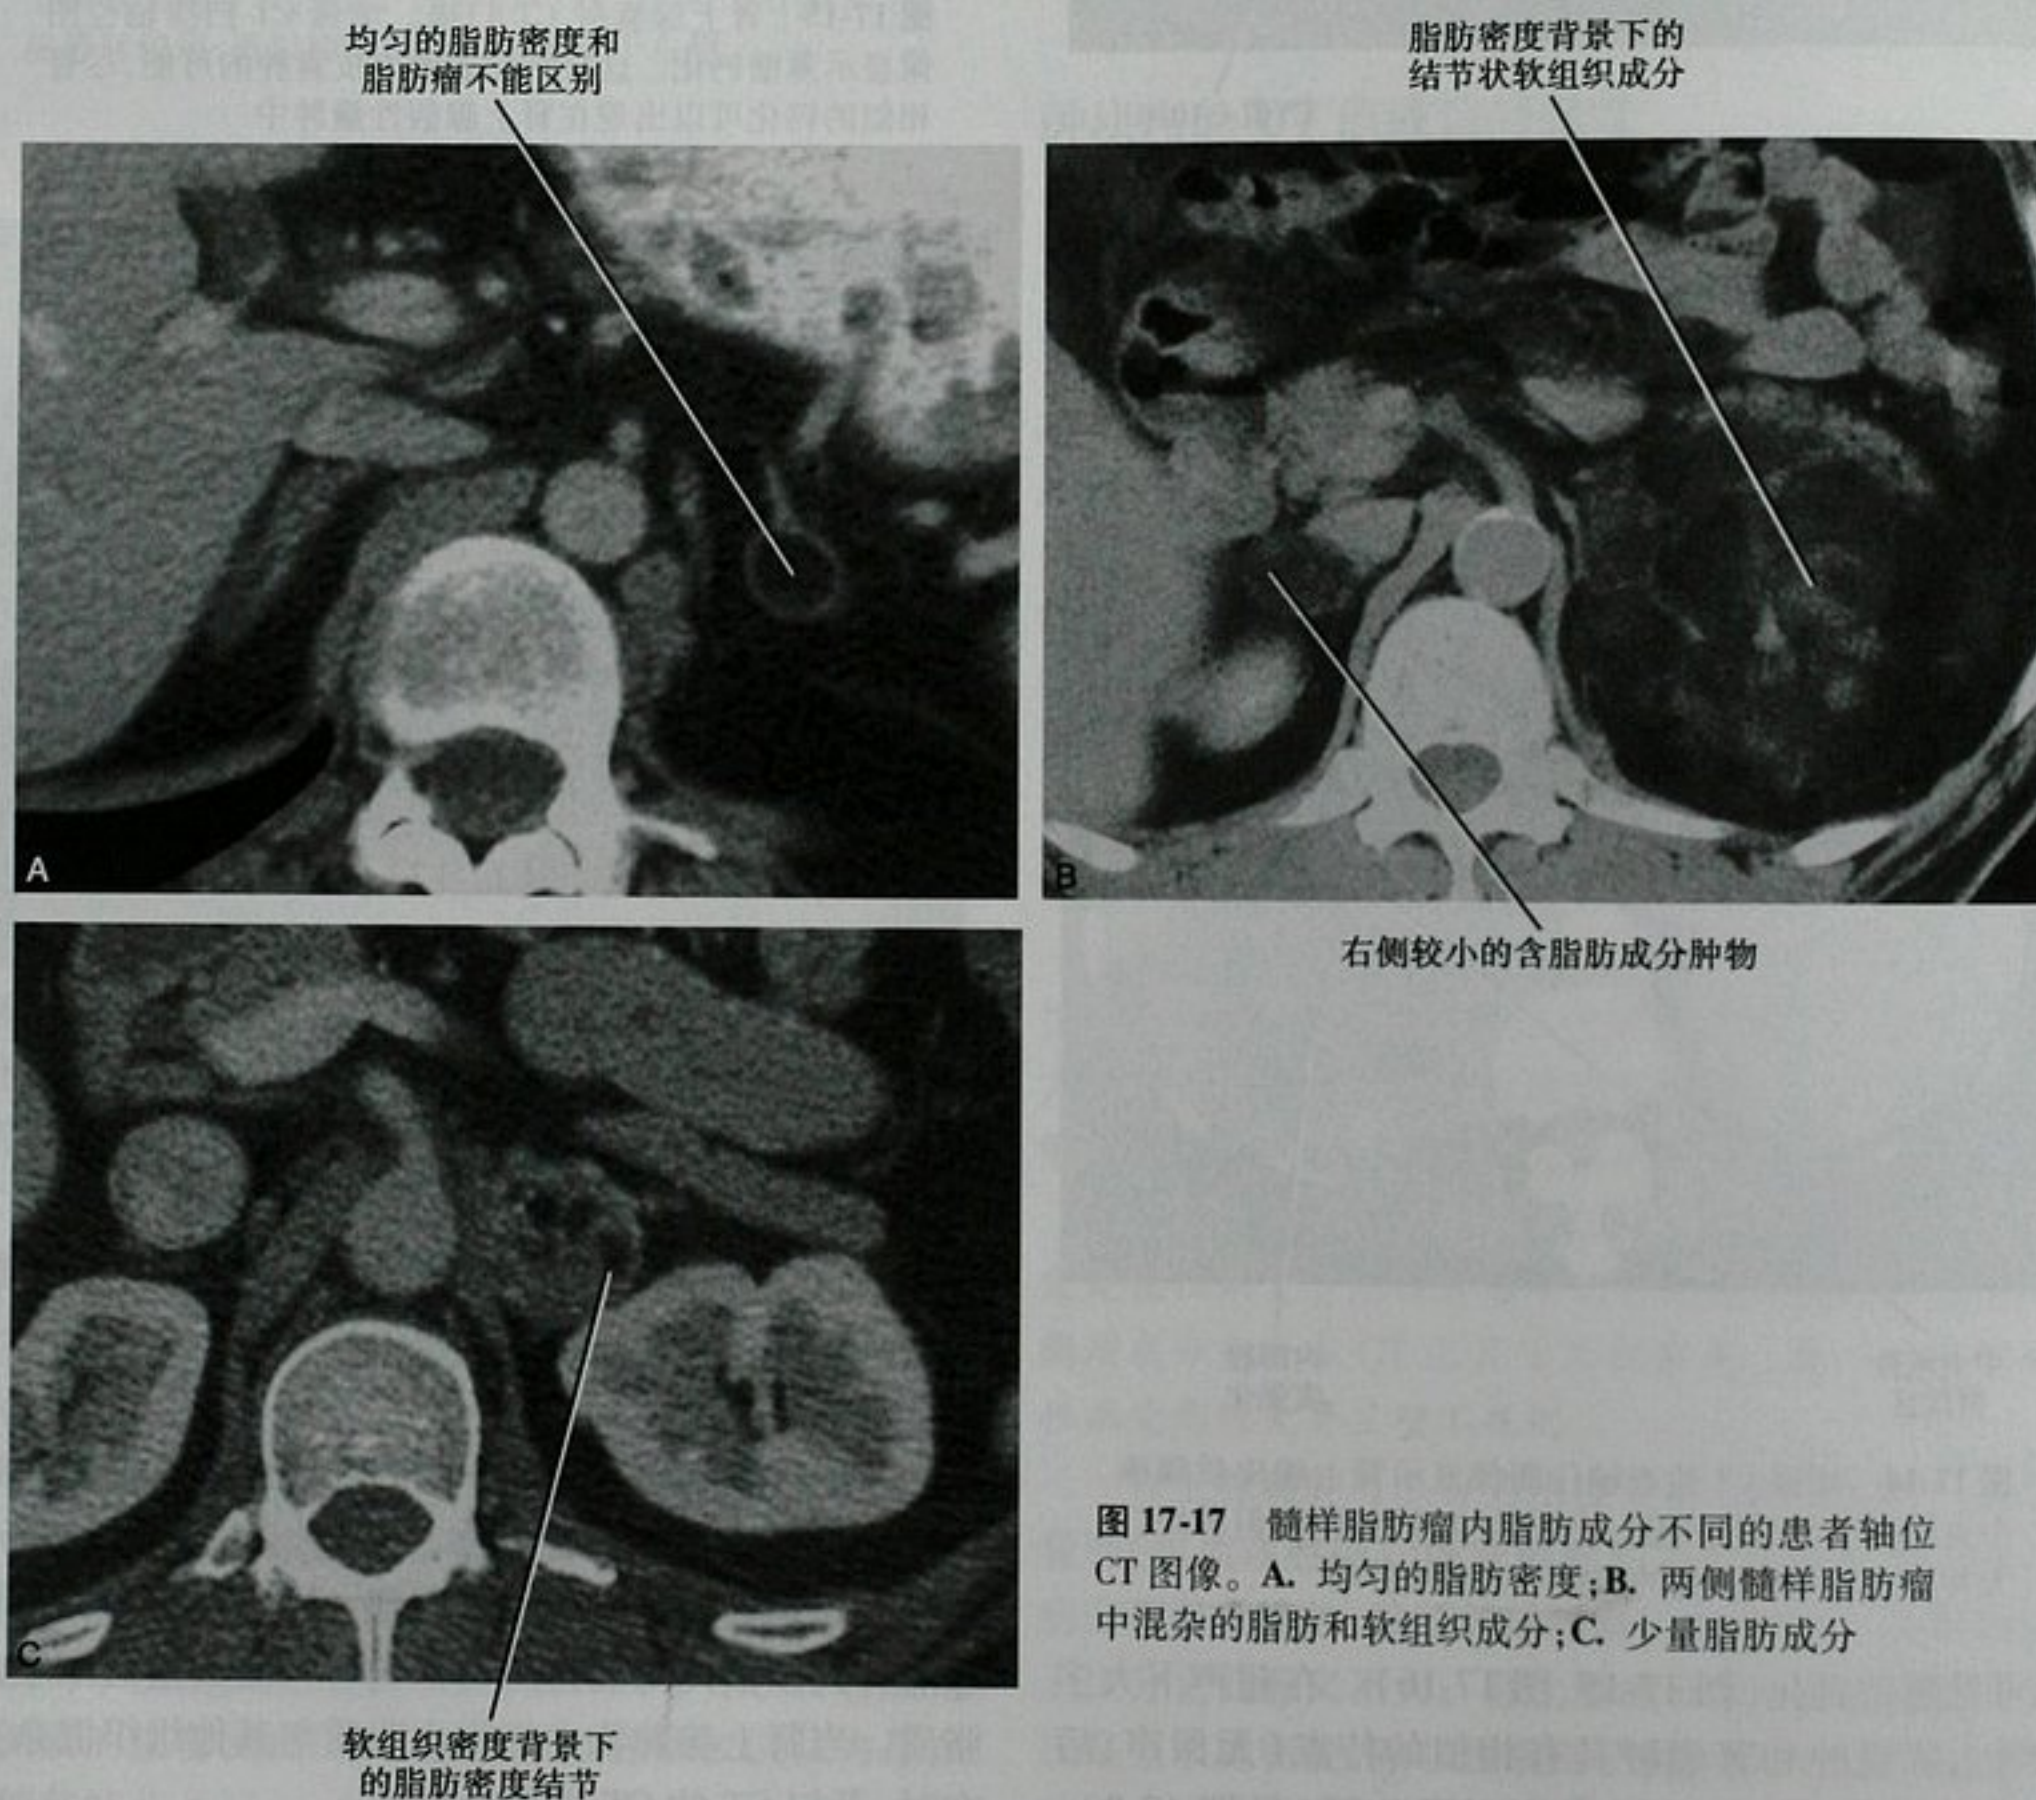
髓样脂肪瘤内脂肪成分不同的患者轴位 CT 图像。A. 均匀的脂肪密度;B. 两侧髓样脂肪瘤中混杂的脂肪和软组织成分;C. 少量脂肪成分
